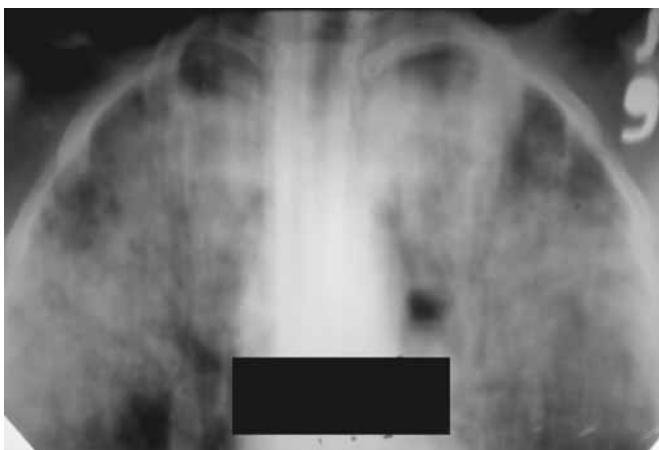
Томографія верхніх часток легень (9 см) хворого П., 58 років, історія хвороби № 1273. На фоні вогнищ інфільтрації ділянки деструкції легеневої тканини.
